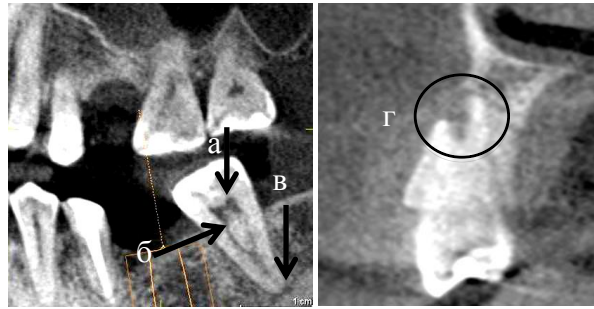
Изображения сечений челюстно–лицевой области пациента Ф., полученные на компьютерном томографе с коническим лучом. Мельчайшие детали анатомического строения зубов: а – дентикль; б – особенность строения корневых каналов; в – отверстие корня; г – очаг патологической резорбции
